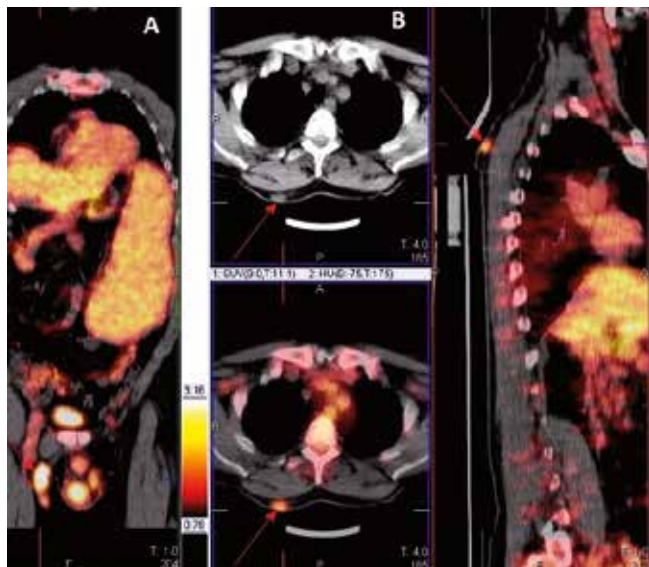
PET-CT at diagnosis. A) Pathologic FDG uptake of the inguinal right adenopathy (SUV max 6) and massive splenomegaly with homogeneous FDG uptake. B) Lower pathologic FDG uptake (SUV max 2.64) of the extranodal subcutaneous lesion of the right upper back.
